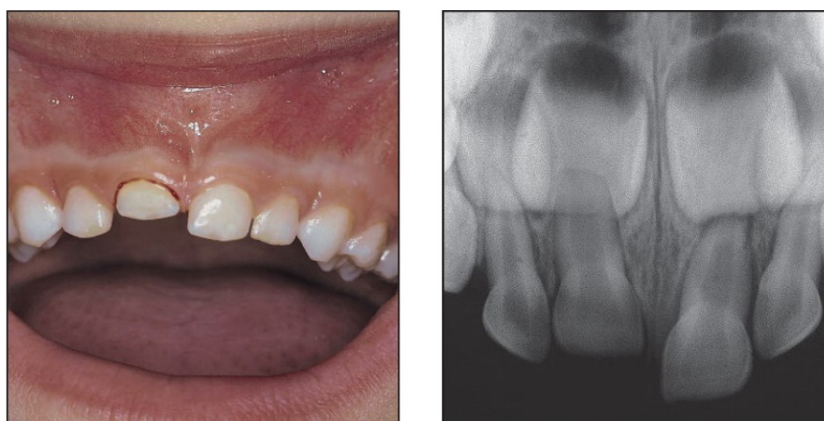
a e b- Imagem clínica e radiografia de luxação intrusiva do incisivo central superior direito (51). (Imagens disponíveis em Andreasen *et al.*, 2011).
